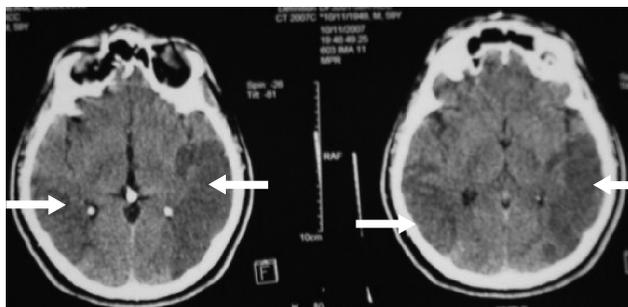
Tomografía axial computada (zonas de infarto bilaterales).
